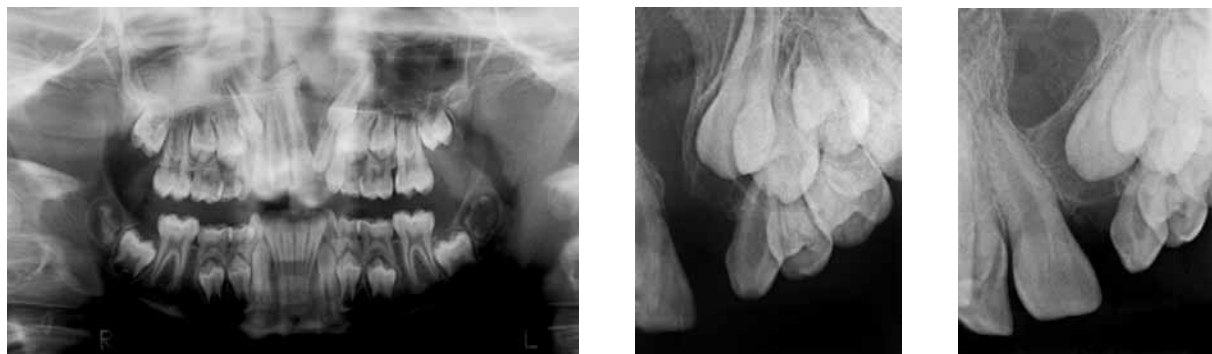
A radiografia panorâmica feita antes da cirurgia do enxerto ósseo alveolar mostra a presença de um pré-canino na área da fissura, que foi removido antes da cirurgia de enxerto. As radiografias periapicais permitem avaliar o resultado do enxerto 3 meses após sua realização. Uma ponte de tecido ósseo foi formada, e a fissura não existe mais.
